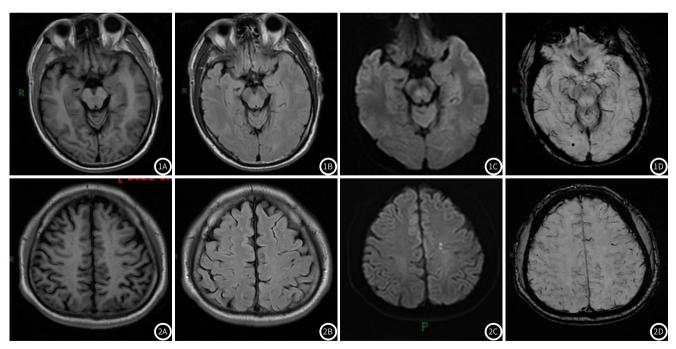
mTBI患者,男,50岁,头部摔伤,无意识障碍,GCS评分15分,急诊头颅CT阴性。图1A-图1D: T₁WI、T₂FLAIR、DWI脑实质内未见明显异常信号, SWI显示右侧枕叶可见小圆形低信号微出血灶。伤后3月电话随访,患者无明显后遗症。
